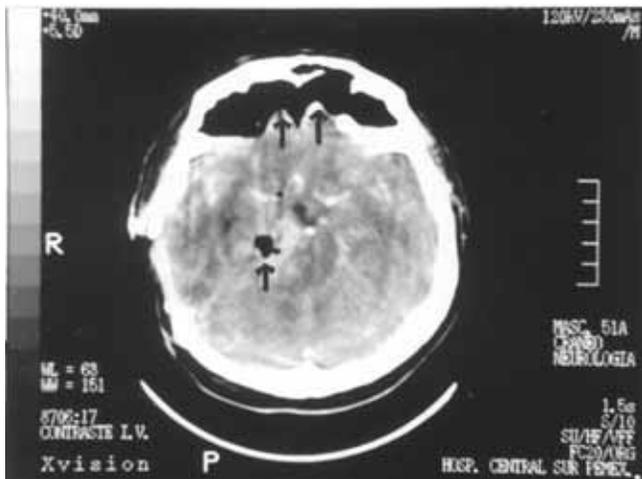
Tomografía axial computada de cráneo en donde se observa neumoencéfalo a tensión (flecha) con el signo del Monte Fuji.
